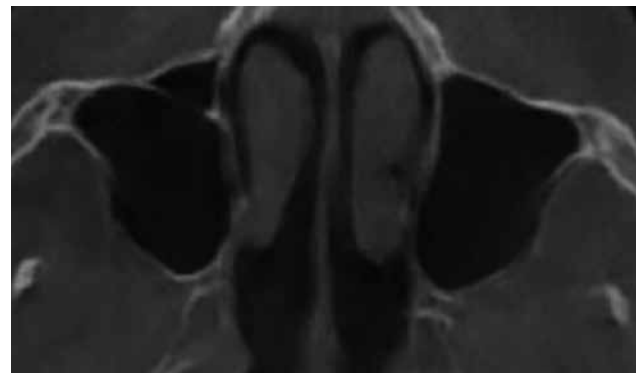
Tomografía computarizada de haz cónico de senos maxilares, corte axial. Se observan ambos senos maxilares delimitados, sin engrosamiento mucoso.
